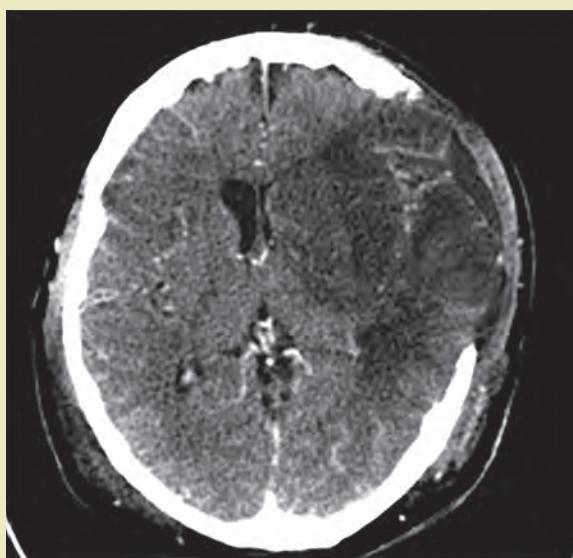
Tomografía de cráneo simple con solución de continuidad en región fronto-temporal izquierda, con hernia transcalvaria con restablecimiento de estructuras de línea media y área bien delimitada de infarto.
